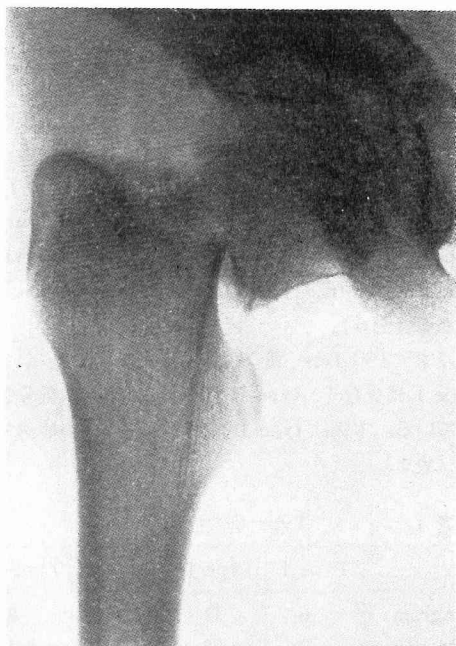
受傷時のX線像。骨折線は頸部中央に存在する。
